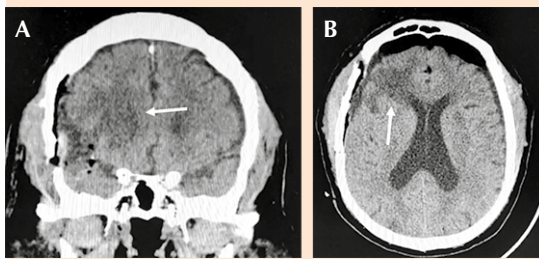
Tomografía computada simple de cráneo que muestra una imagen hipodensa frontoparietal derecha. A. Corte coronal. B. Corte axial.
